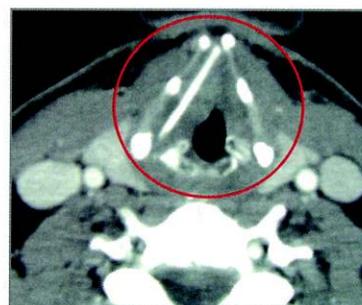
TC do pescoço (corte axial)
